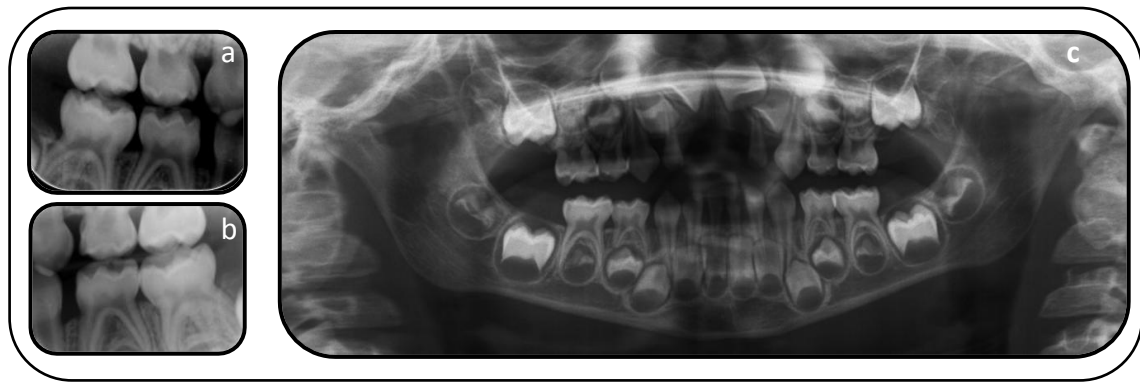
Radiografías de un niño de 4 años de edad en las que se pueden valorar el número de raíces en molares inferiores. 8a: aleta de mordida derecha donde se observan tres raíces en el segundo molar temporal. 8b: radiografía de aleta de mordida izquierda en la que se observa tres raíces en el segundo molar temporal. 8c. ortopantomografía, del mismo año, en la que aparentemente los molares inferiores temporales tienen 2 raíces.
